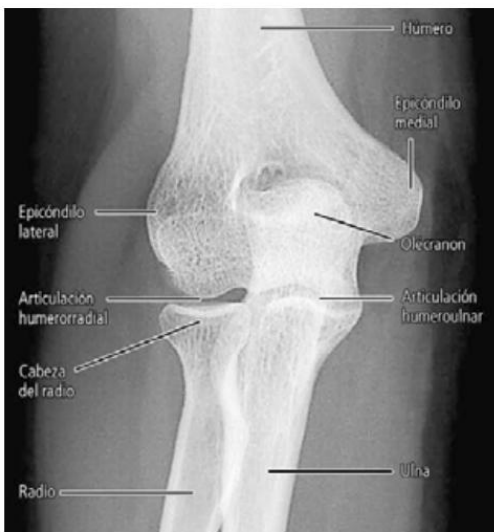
Radiografía anteroposterior del codo derecho en extensión. Se observan las superficies articulares del húmero, el radio y la ulna. La interlínea articular humerorradial es ligeramente curva con concavidad hacia arriba. La interlínea articular humeroulnar tiene forma de V invertida.
